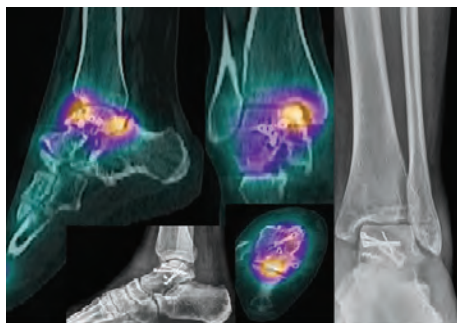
Mujer 25 años de edad, presenta dolor en retropié, con antecedente de luxofractura talo operada con osteosíntesis. Imágenes de SPECT-CT muestran artrosis de tobillo y de faceta subastragalina posterior
